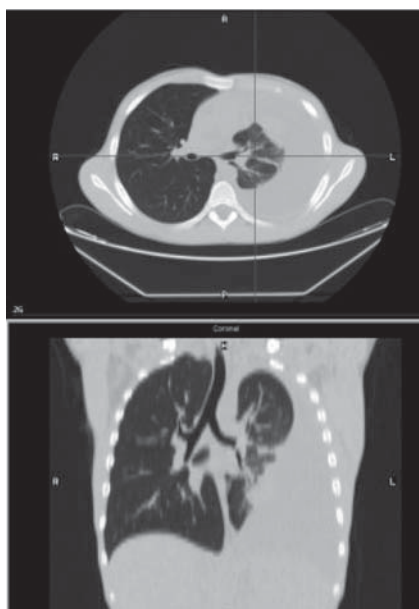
TC tórax, janela pulmonar, sem contraste
